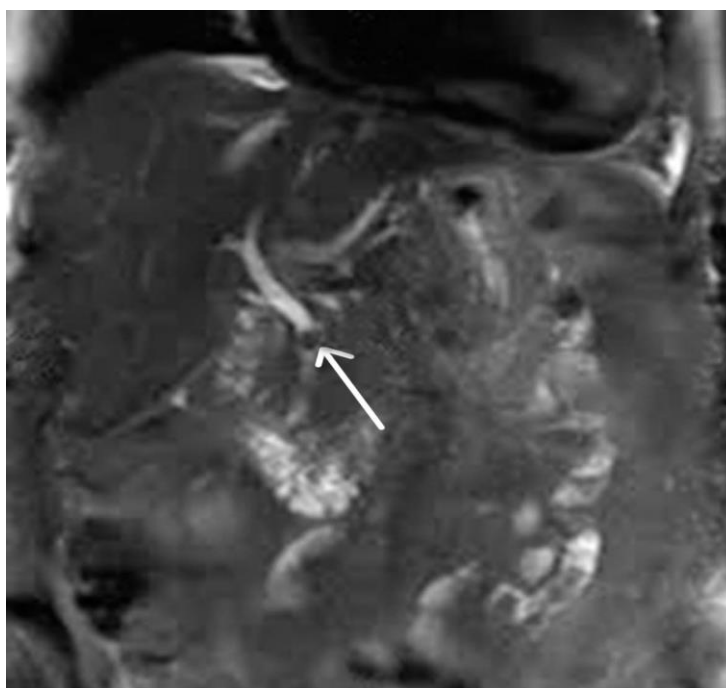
КТ Холедохолитиаз (указано стрелкой)
